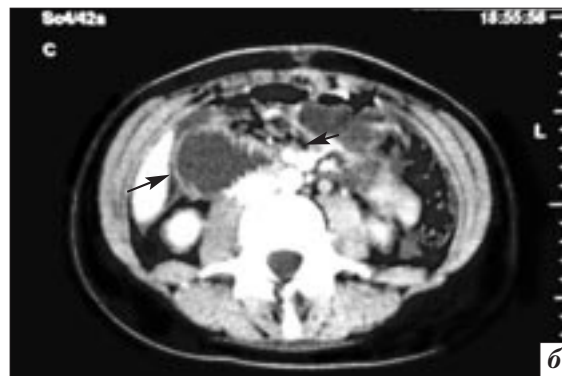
Срезы КТ больных с СВБА, где зона сужения длиной около 1 см находится только между аортой и ВБА: *а* – короткий узкий сегмент ДПК расположен между аортой и ВБА (стрелка), стенки расширенного сегмента ДПК (звездочка) ровные [27]; *б* – одно из 5 исследований с короткой зоной сужения, где ДПК подходит к аортомезентериальному промежутку в виде конуса в форме ежа, стенки которого имеют ригидные параллельные складки (большая стрелка указывает на расширенную часть ДПК, маленькая – на ВБА) [28]
